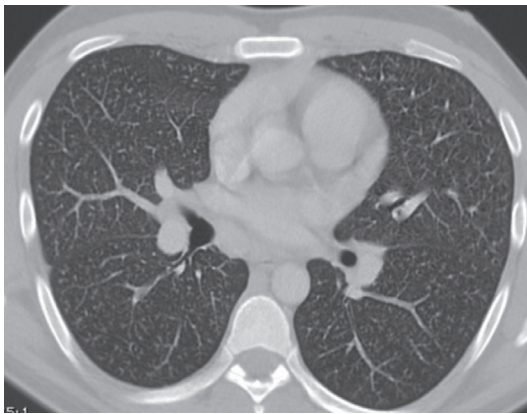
TC de tórax mostrando a persistência de nódulos centrolobulares em campos pulmonares bilaterais após quatro semanas de tratamento com tuberculostáticos.
